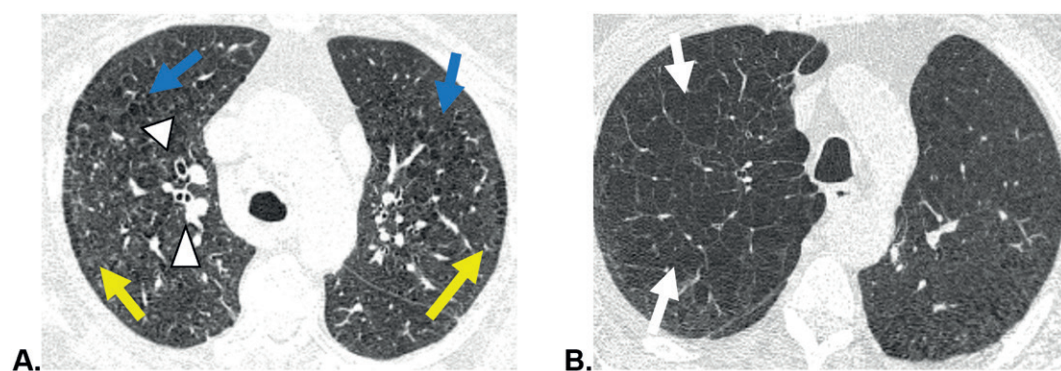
Subtypes of emphysema and bronchial wall thickness depicted in axial chest CT lung window images of different patients (A - B). In (A), bronchial wall thickness is indicated by the white arrowhead, while paraseptal (yellow arrow) and centrilobular (blue arrow) emphysema are also visible. Panlobular emphysema (white arrow) is shown in another patient (B). Courtesy Dr. Pedro Augusto Gama Carpentieri Primo.
